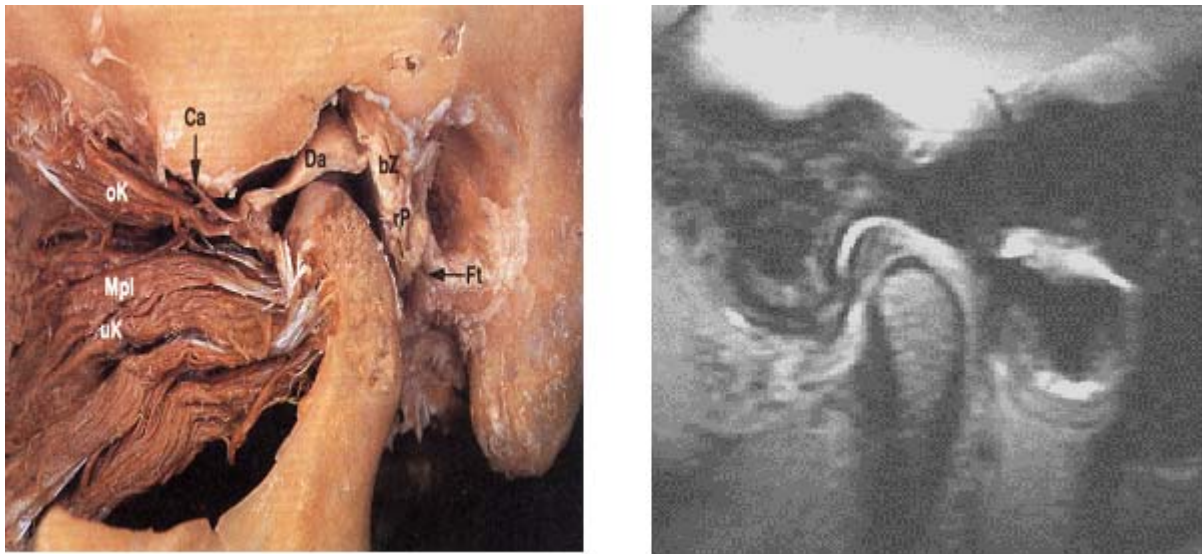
Sagittalschnitt durch das linke Kiefergelenk [14] im Vergleich mit einer sagittalen MRT-Aufnahme (Ca = Capsula articularis, rP = retroarticuläres plastisches Polster, Ft = Fissura tympanicosquamosa, Da = Discus articularis, bZ = bilaminäre Zone, Mpl = Musculus pterygoideus lateralis, oK = oberer Bauch des Mpl, uK = unterer Bauch des Mpl).
